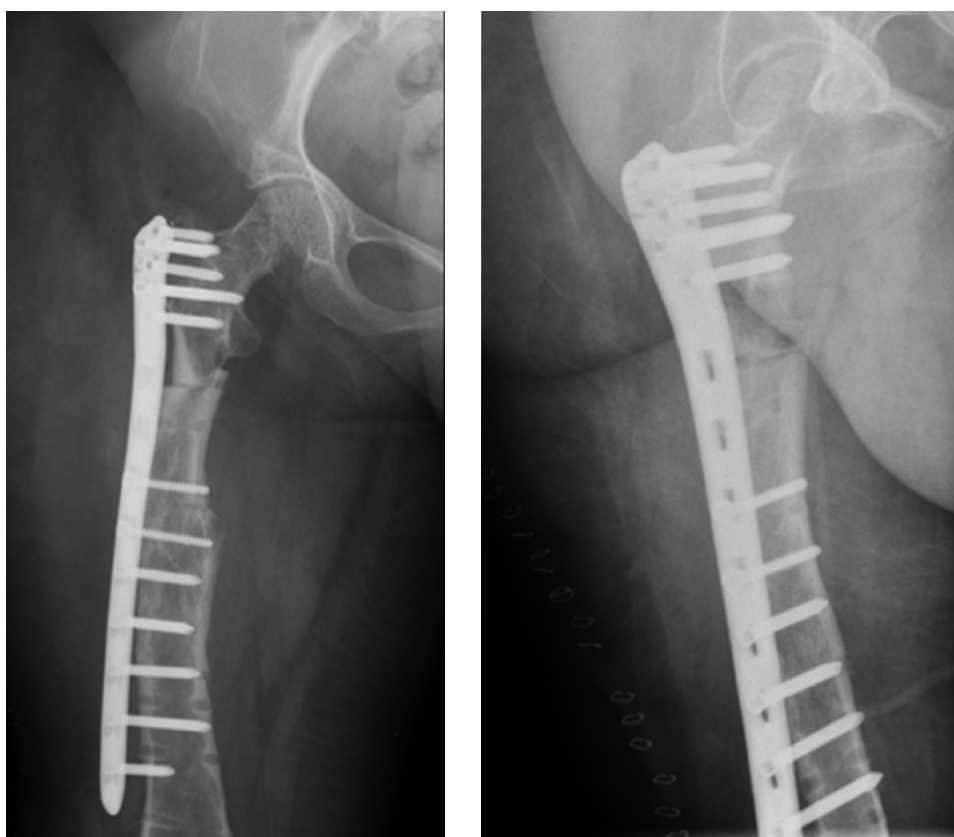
Рентгенограммы пациентки после операции удаления имплантатов, корригирующей остеотомии проксимального отдела правой бедренной кости и остеосинтеза блокируемой пластиной.
